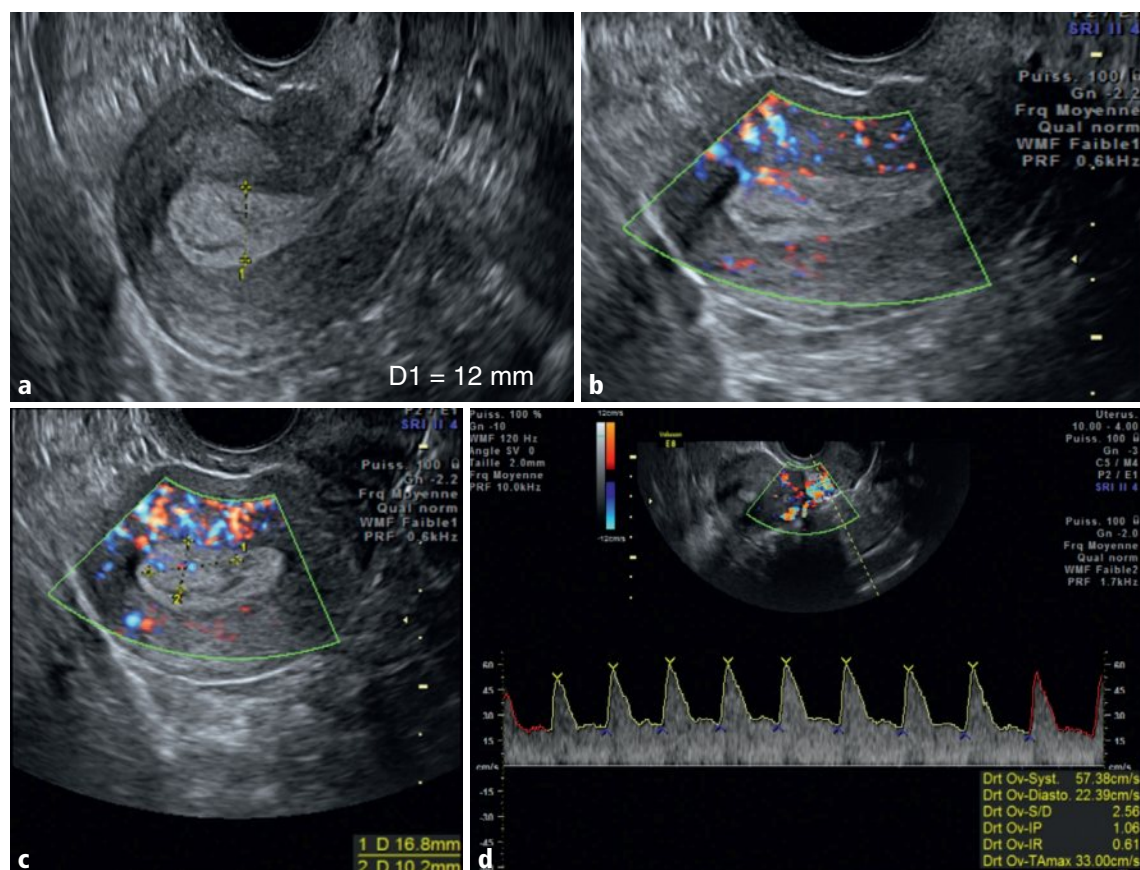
a–d Utérus dans le plan sagittal médian en mode B (a). Endomètre dans les plans sagittal (b) et axial oblique (c) en Doppler couleur. Artère utérine en Doppler pulsé (d).
